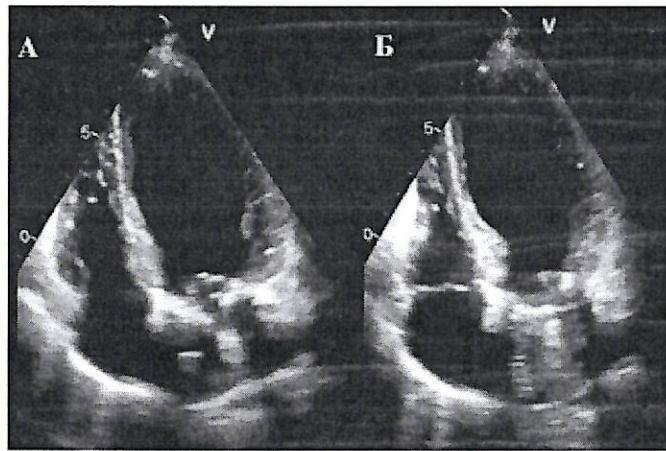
ЭхоКГ у пациента с типичной (апикальной) формой КТ (четырехмерный вид): А – диастола ЛЖ; Б – систола ЛЖ.
